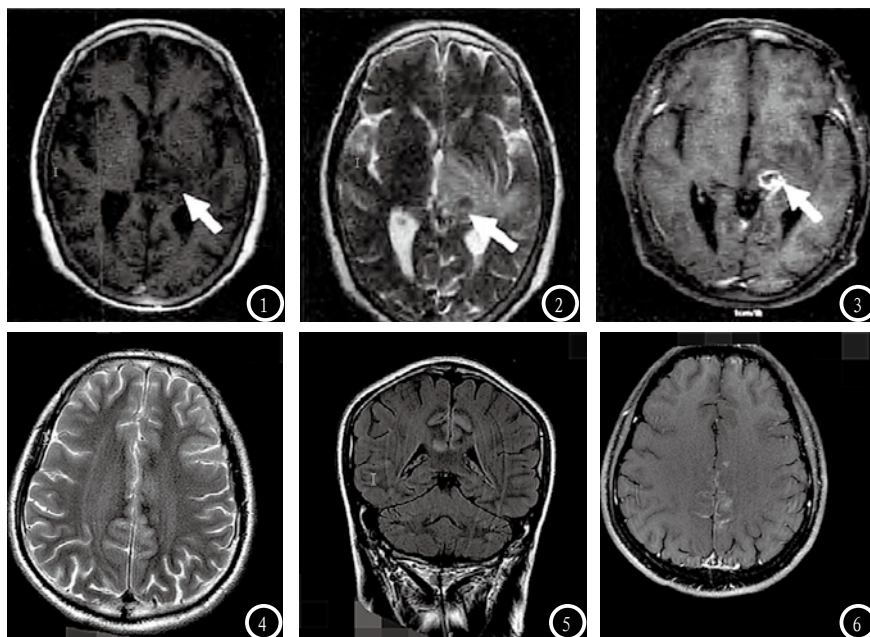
1例病变为颅内出血的癫痫患者:图1-2 MRI平扫横断面示左侧丘脑病灶在T₁WI、T₂WI上呈等信号,周围水肿呈不规则片状T₁WI低信号、T₂WI高信号;图3 MRI横断面增强扫描病灶呈不规则环状强化(如箭头所示)。图4-6 颅内感染的癫痫患者:图4 MRI T₂WI平扫颅内未见明确异常信号;图5 MRI T₂-FLAIR冠状位显示双侧顶枕叶中线旁皮质区见大致对称性高信号;图6 MRI横断面增强后呈脑回状强化。
